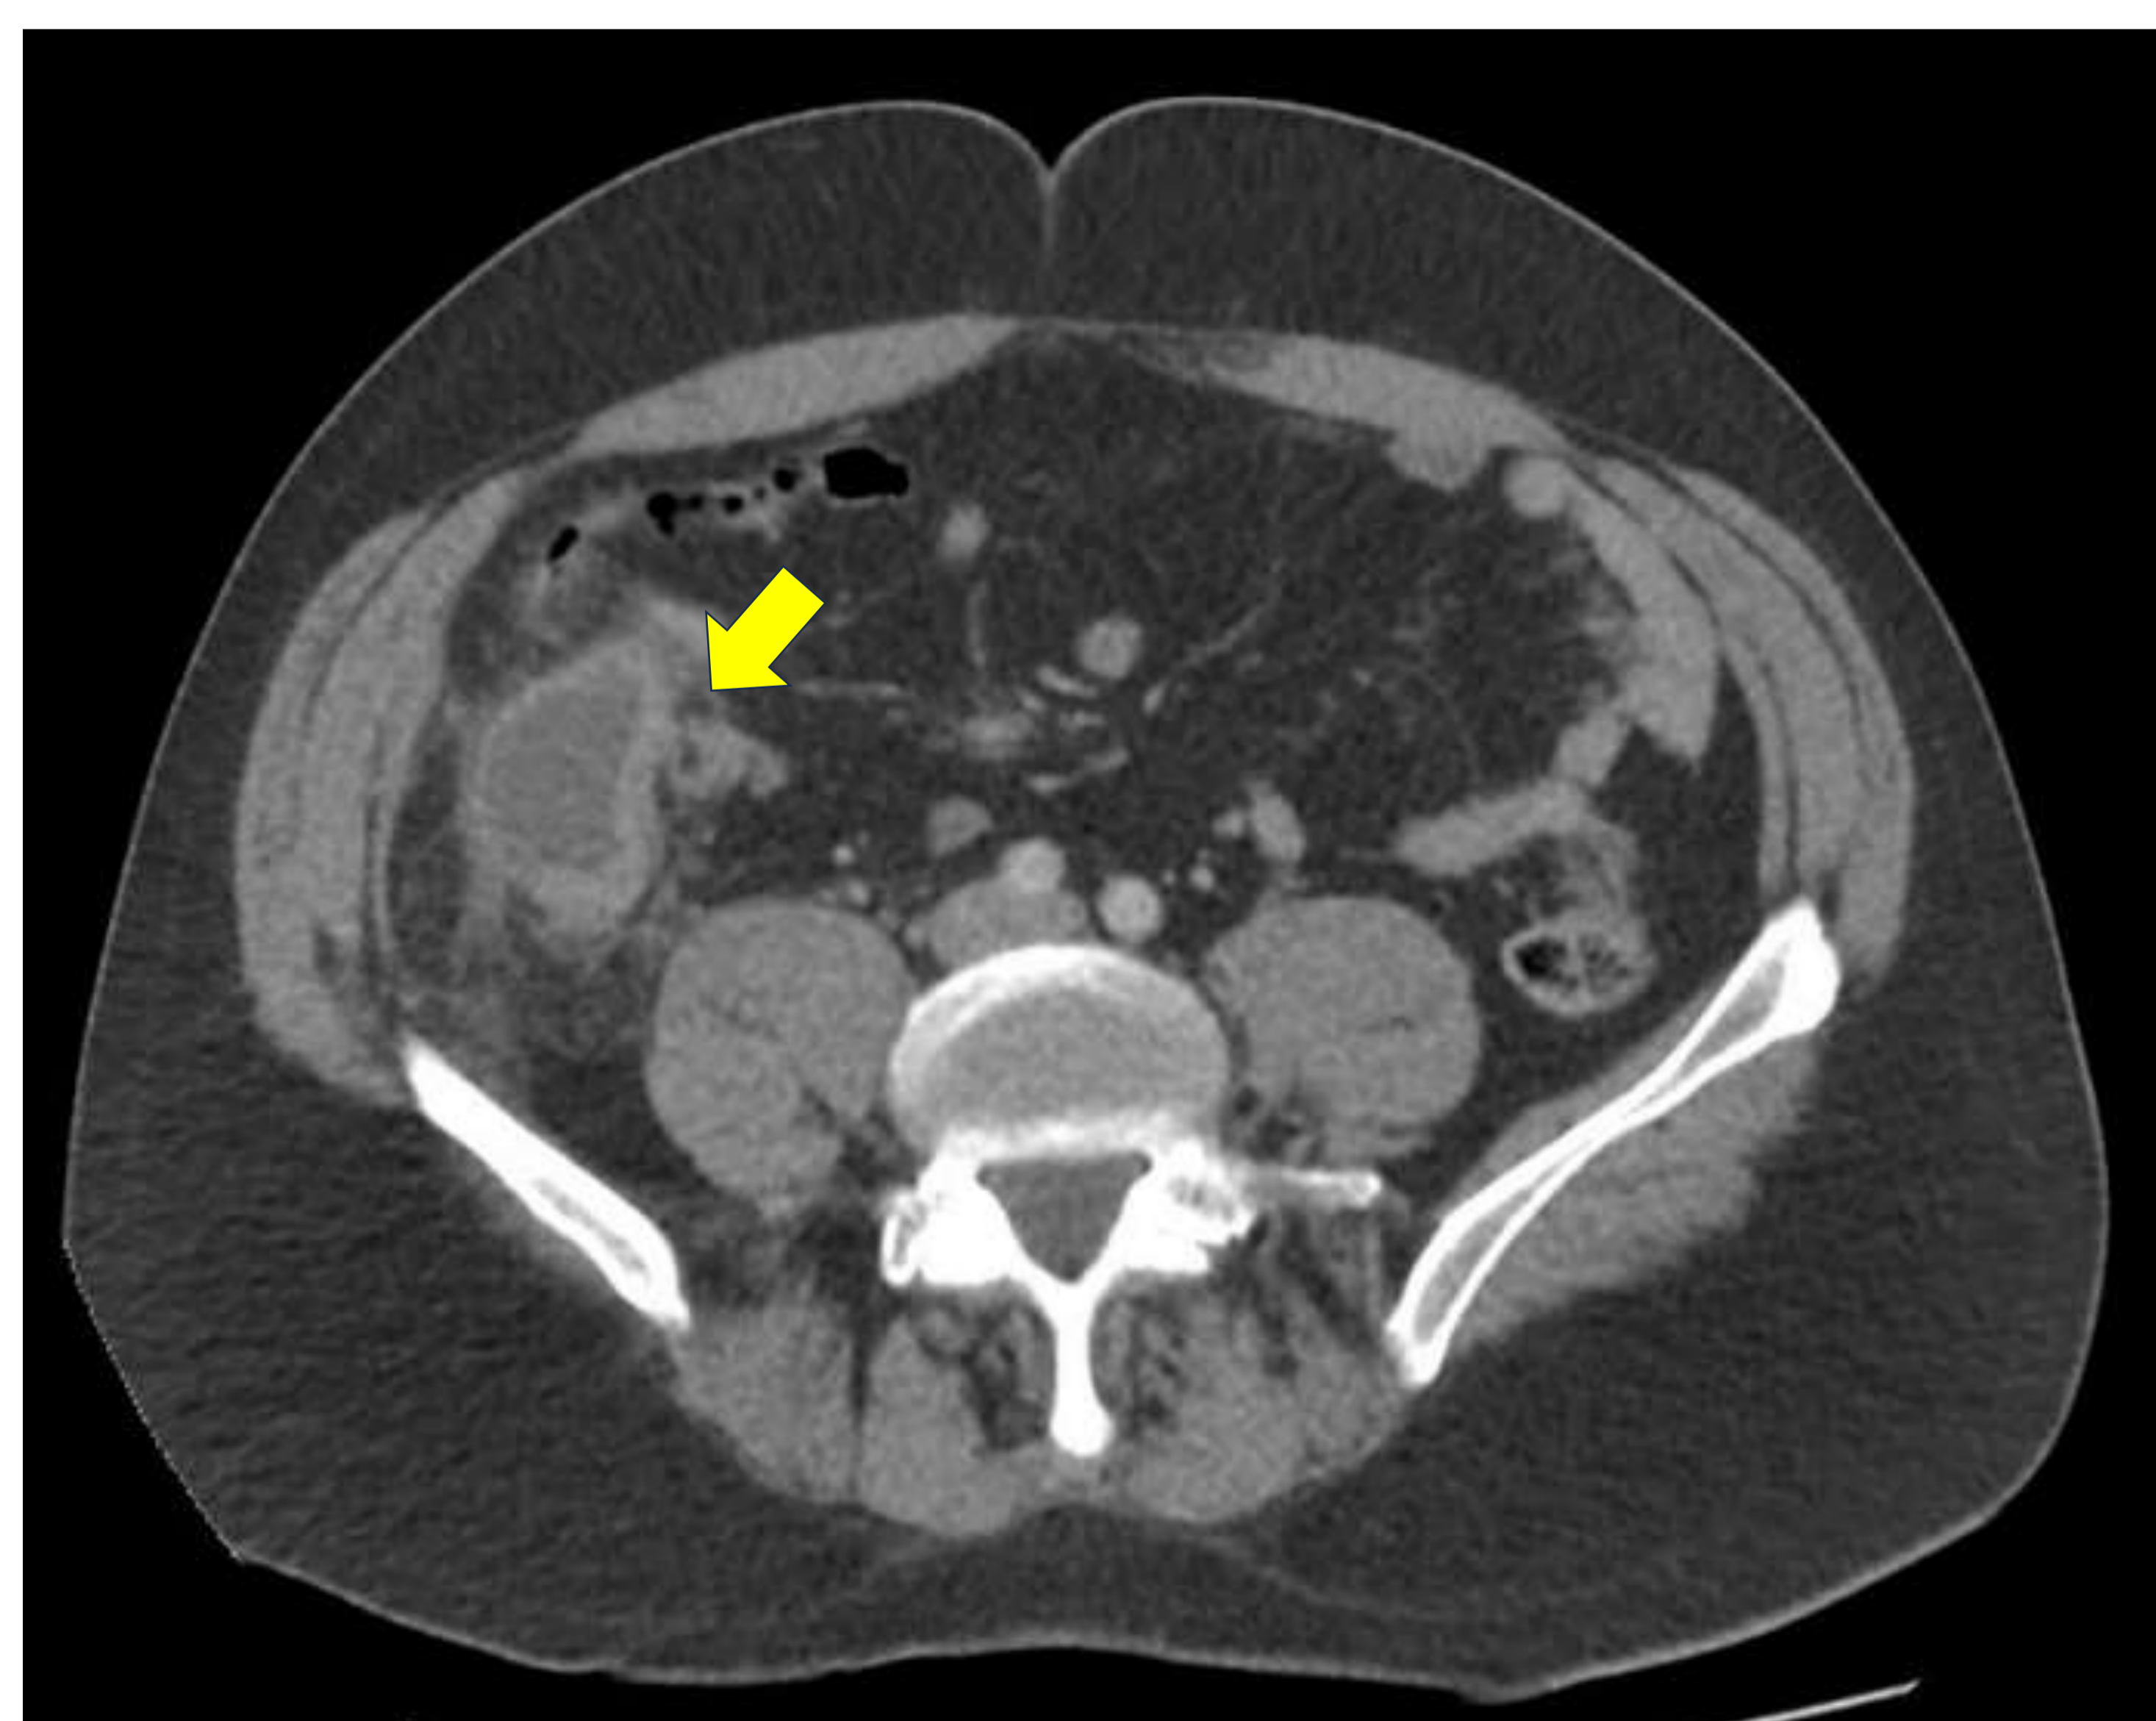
TC abdominopélvico, corte axial. Mucocele apendicular complicado con signos radiológicos de apendicitis aguda dado el engrosamiento y realce mural y cambios inflamatorios en la grasa periapendicular (*flecha*).
